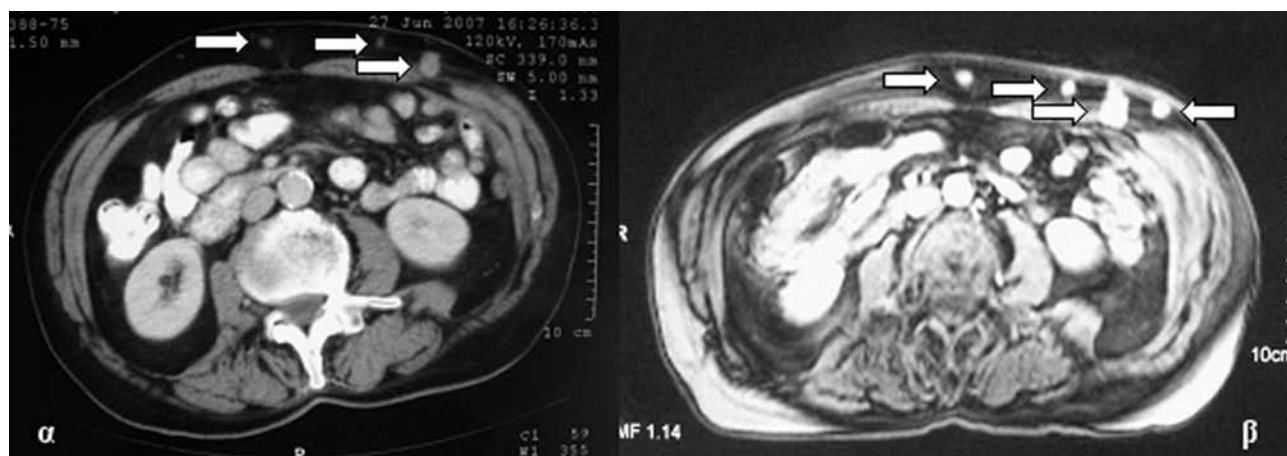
CT (α) and MRI (β) of the patient. Multiple nodes can be observed on the abdominal wall (arrows).
